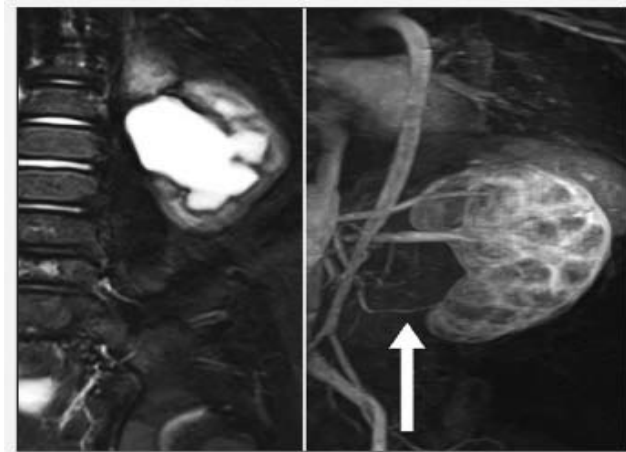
L'IRM montrant une obstruction de la jonction urétéro-pelvienne gauche causée par un vaisseau traversant le pôle inférieur. L'angiographie par résonance magnétique montre le vaisseau polaire inférieur (flèche)(83).
